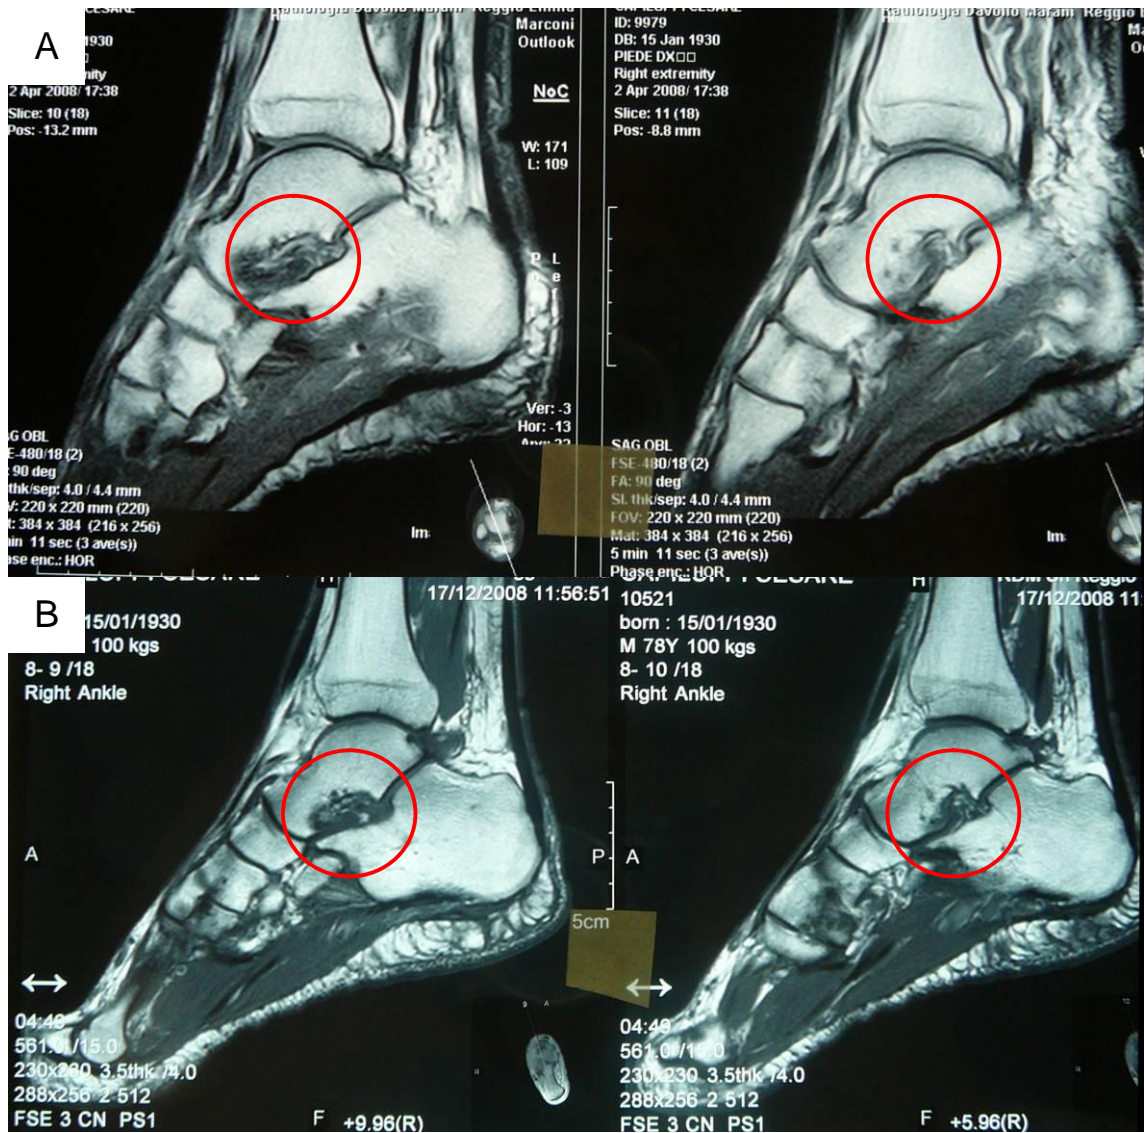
Løesame RMN evidenzia una vasta lesione osteocondrale del cuboide che si associa ad un notevole edema midollare intraspongioso nell'osso adiacente (A).
